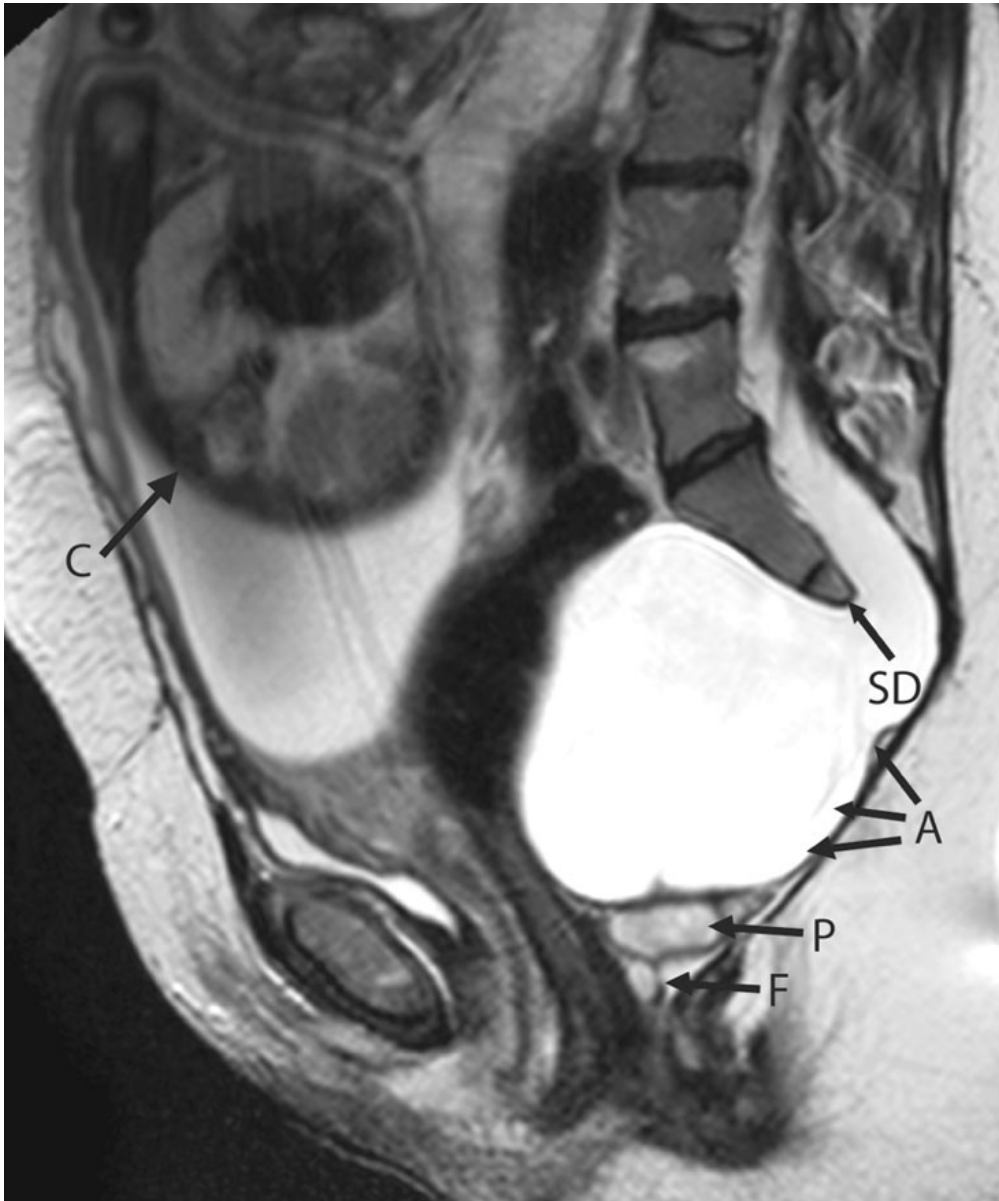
Image d'une IRM lombo-sacrée chez une femme enceinte de 34 SA, réalisée pour suspicion de SC sur dystocie mécanique. La malade présente un anus déplacé antérieur et une constipation. (A) Large MSA (même signal du LCR) ; (SD) défaut sacré ; (P) poche liquidienne ; (F) fistule ; (C) Fœtus [69].
